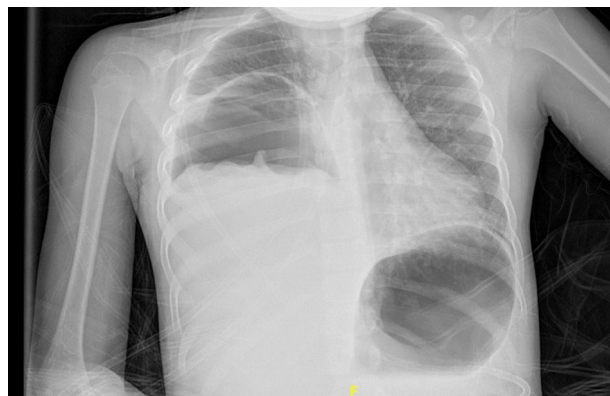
Radiografía de tórax PA. Gran lesión quística derecha con nivel hidroaéreo. La membrana del quiste hidatídico roto flotando en el nivel hidroaéreo origina el *signo del nenúfar*.
